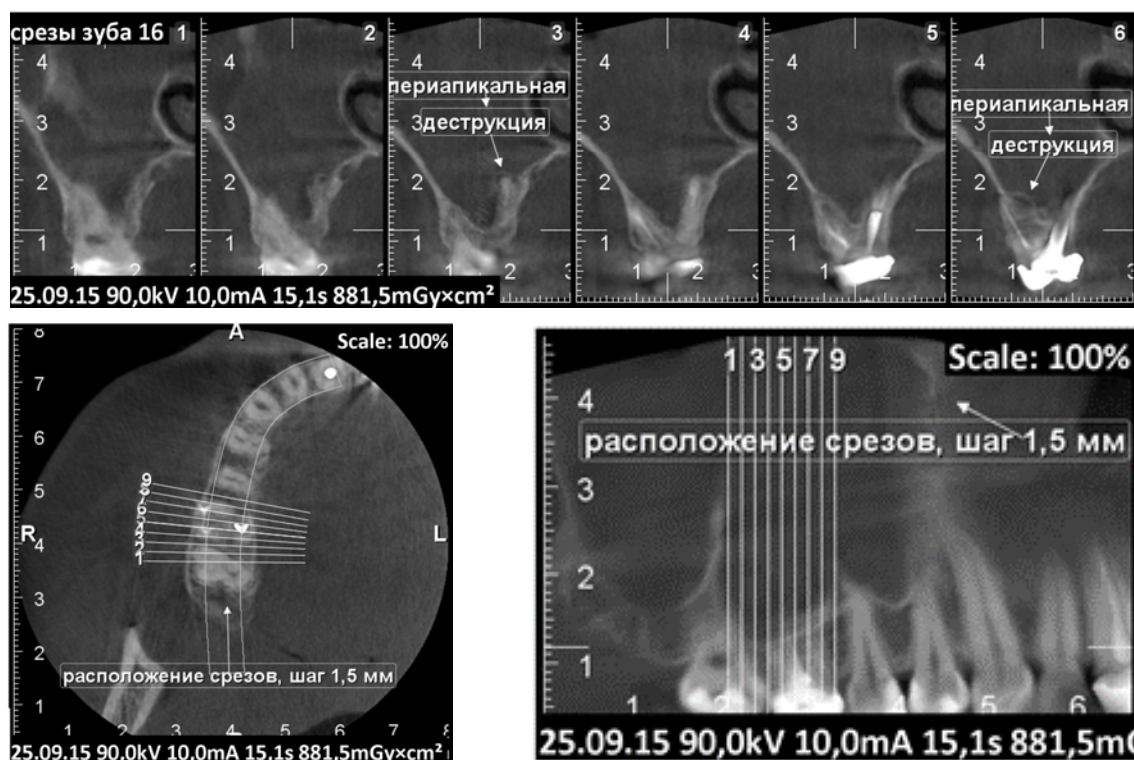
Конусно-лучевая (3Д) компьютерная томография.
